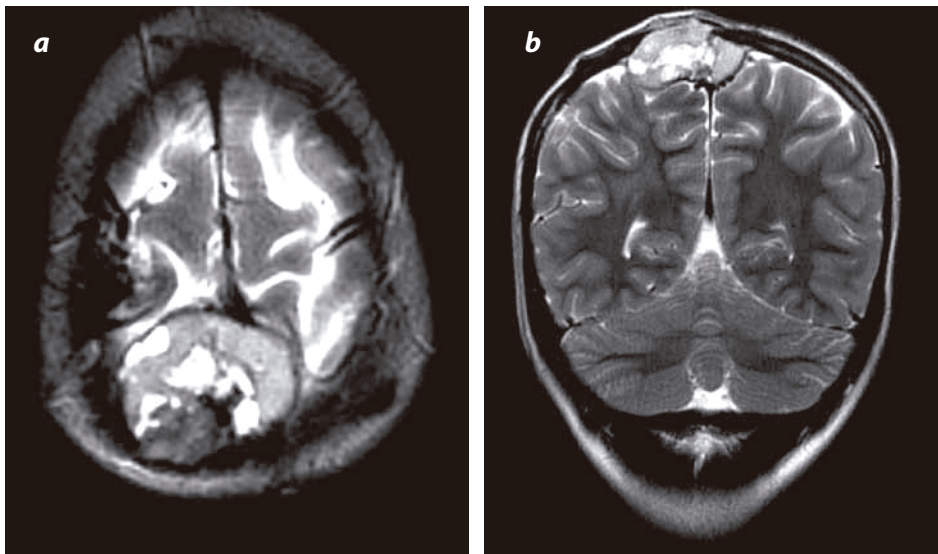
RM con información en T2: a) transversal y b) coronal: masa parietal derecha, extraaxial, heterogénea, con áreas de alta intensidad por hemorragia intralesional subaguda tardía, de bordes mal definidos, con extensión a la línea media, y destrucción ósea.
